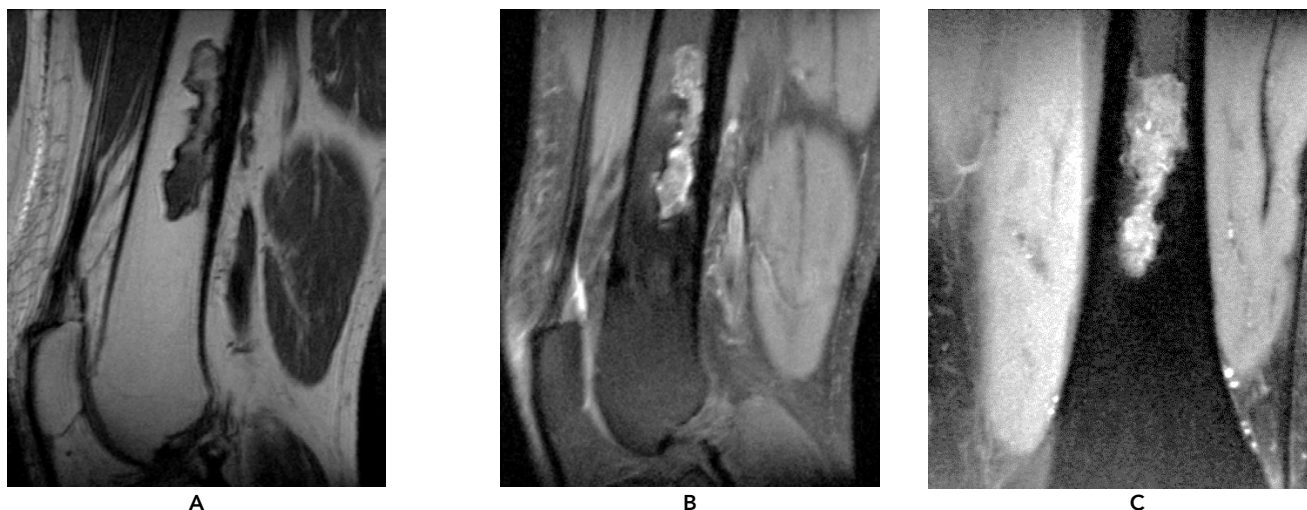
МР-томограммы левого коленного сустава: А – T1-ВИ в сагиттальной плоскости; В – T1-ВИ в сагиттальной плоскости; С – PD-FS-ВИ в корональной плоскости
